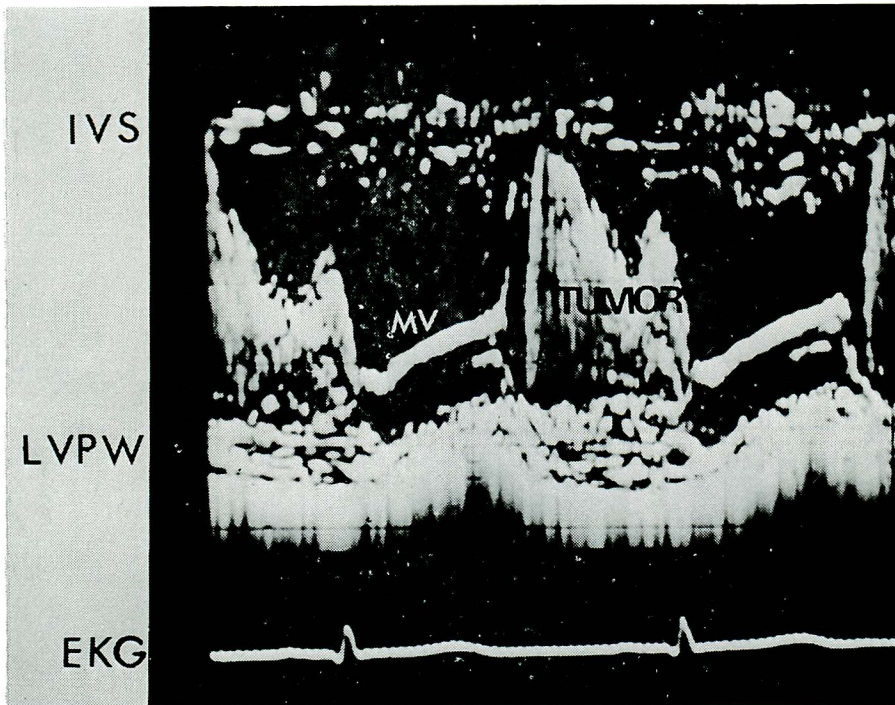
Echocardiogram in case 2
